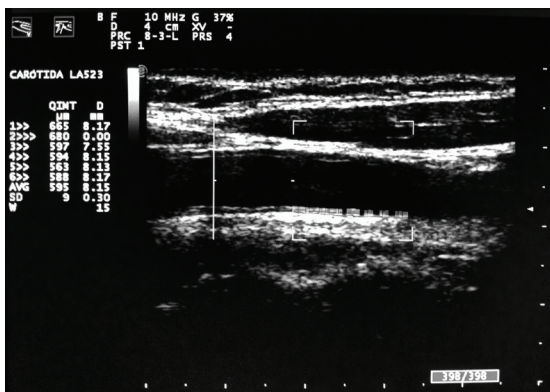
Imagem do cálculo do espessamento médio-intimal da artéria carótida comum utilizando-se aparelho de ultrassonografia colorida com auxílio do espectro da radiofrequência.
